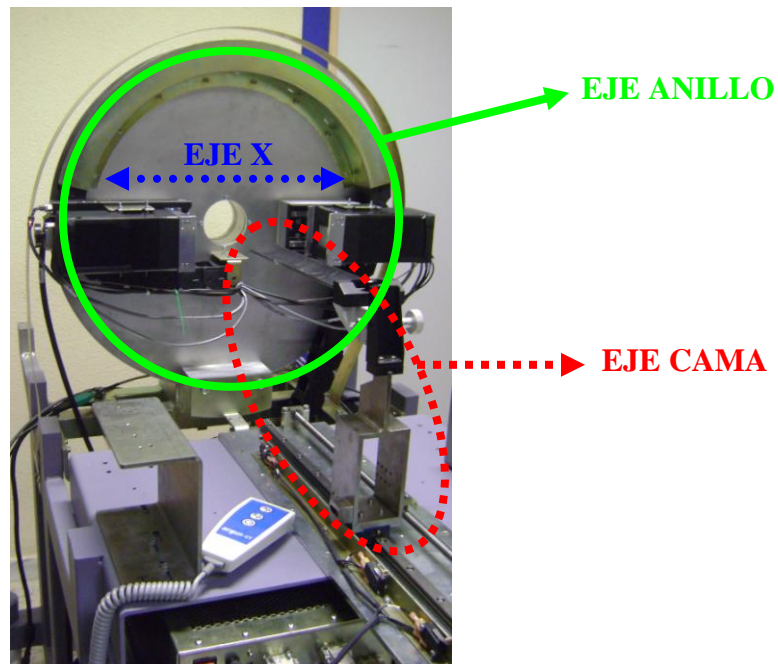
Sistema de movimientos del tomógrafo FSPECT.
